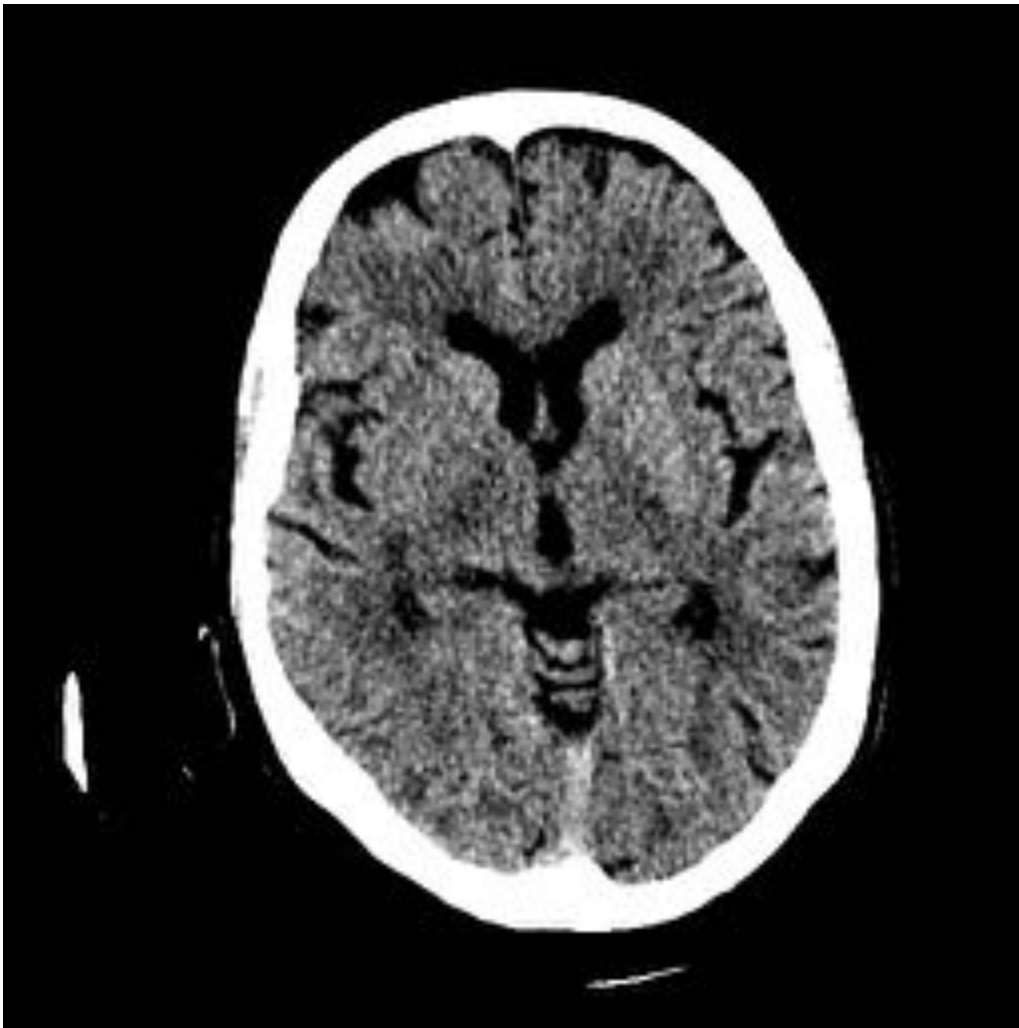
Hipodensidad en núcleo lenticular dcho (ASPECT 9)
